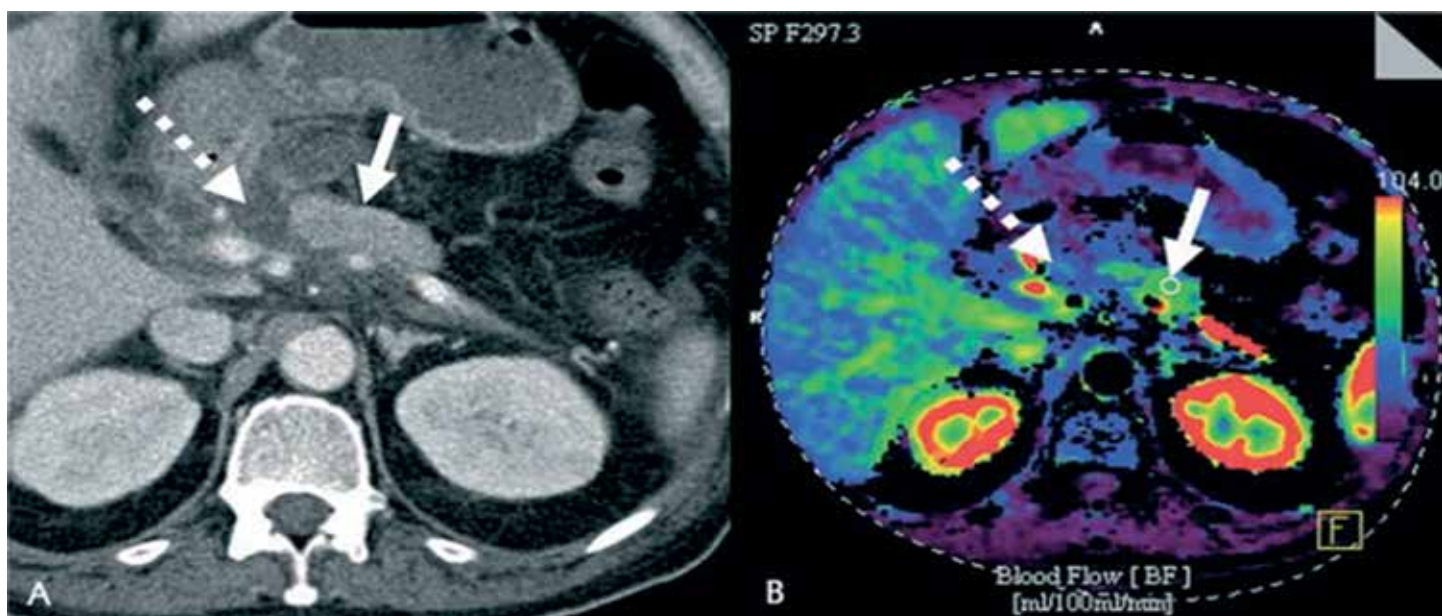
(к статье А. А. Филатова, А. А. Литвина «Современные возможности КТ-визуализации острого панкреатита»). Острый некротизирующий панкреатит алкогольной этиологии. Зона в головке ПЖ (пунктирная белая стрелка) имеет кровопоток до 15 мл/100 г/мин и объем крови до 5 мл/100 г, что говорит о практически отсутствующей перфузии и соответствует области некроза. Воспаленные ткани с характерным отеком (сплошная белая стрелка) демонстрируют соответствующее снижение BF и BV (BF — 56 мл/100 г/мин, BV — 9 мл/100 г) в сравнении со здоровыми тканями.
